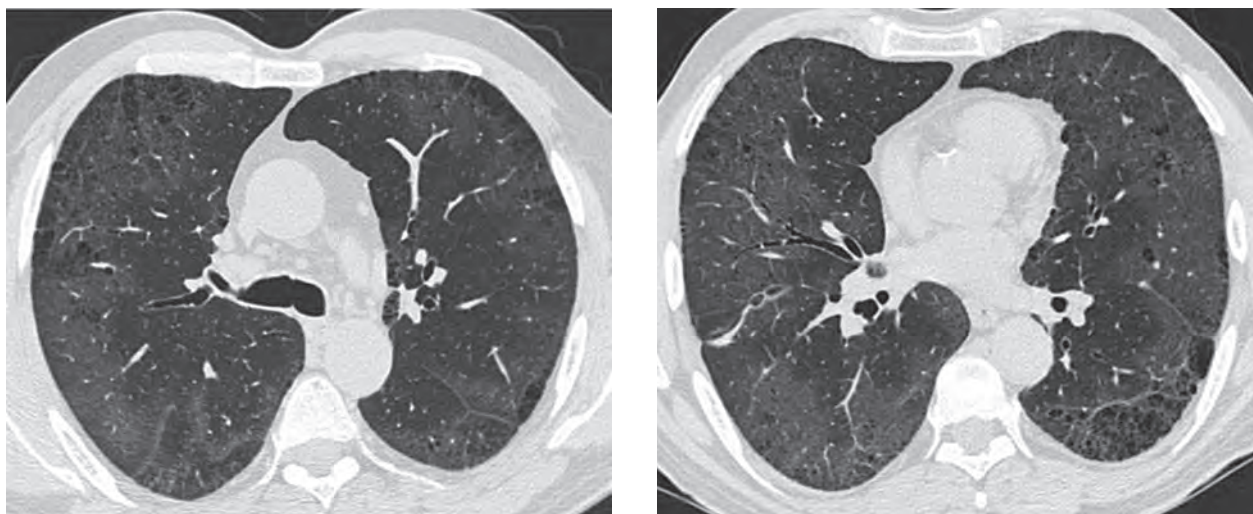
Компьютерная томограмма легких у больного идиопатической десквамативной интерстициальной пневмонией: двусторонние изменения по типу «матового стекла», тракционные бронхоэктазы, центриацинарная эмфизема, единичные кисты
